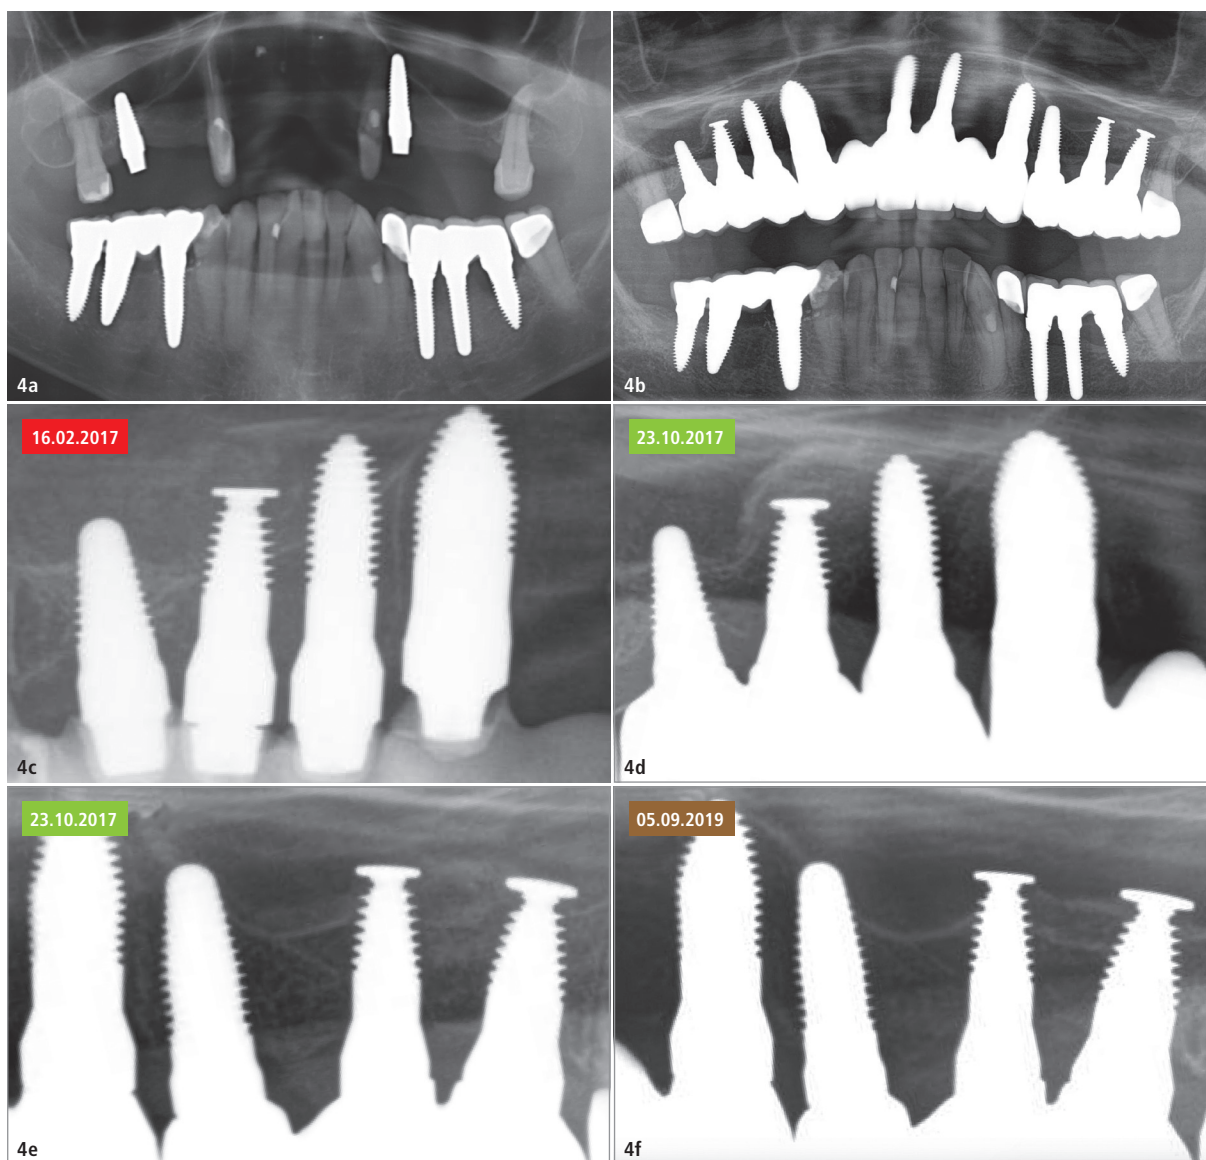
Präoperativ angefertigtes OPG mit vertikaler Resorption Regio 16 und 26 (a), OPG nach prothetischer Versorgung aller Implantate im Ober- und Unterkiefer (b), röntgenologische Kontrolle des 1. Quadranten nach Implantation (c), sichtbarer Knochenzuwachs Regio 13 bis 16 nach acht Monaten Abheilphase (d), röntgenologische Kontrolle der Implantate 26, 27 nach 1,5 Jahren (e), röntgenologische Kontrolle der Implantate 26, 27 bei der Nachsorgeuntersuchung im September 2019 (f).
